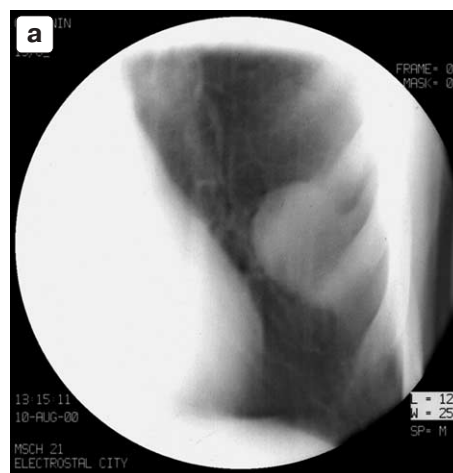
Сонограмма левого легкого (а), УЗ-сканограмма (б), КТ (в) больного Х., 27 лет, с осумкованной эмпиемой плевры. а – в проекции С5 определяется близкое к округлой форме гомогенное образование с четкими контурами, сливающимися с париетальной плеврой. б – ультразвуковое исследование. Полостное жидкостное образование с включениями повышенной эхогенности и утолщенной, неровной, гиперэхогенной стенкой. в – на КТ плотное неоднородное образование, связанное с плеврой, утолщение и уплотнение париетального листка.
